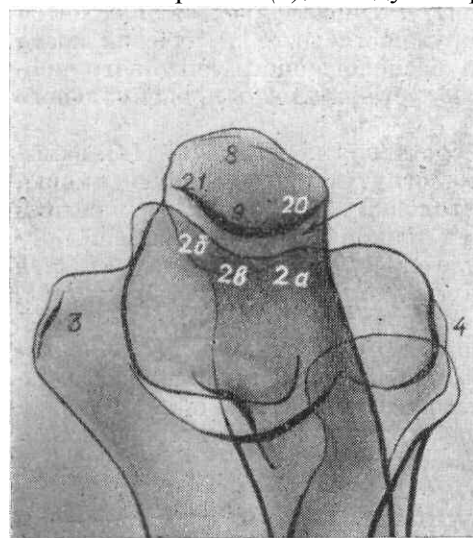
Рентгенограмма локтевого сустава в аксиальной проекции.
